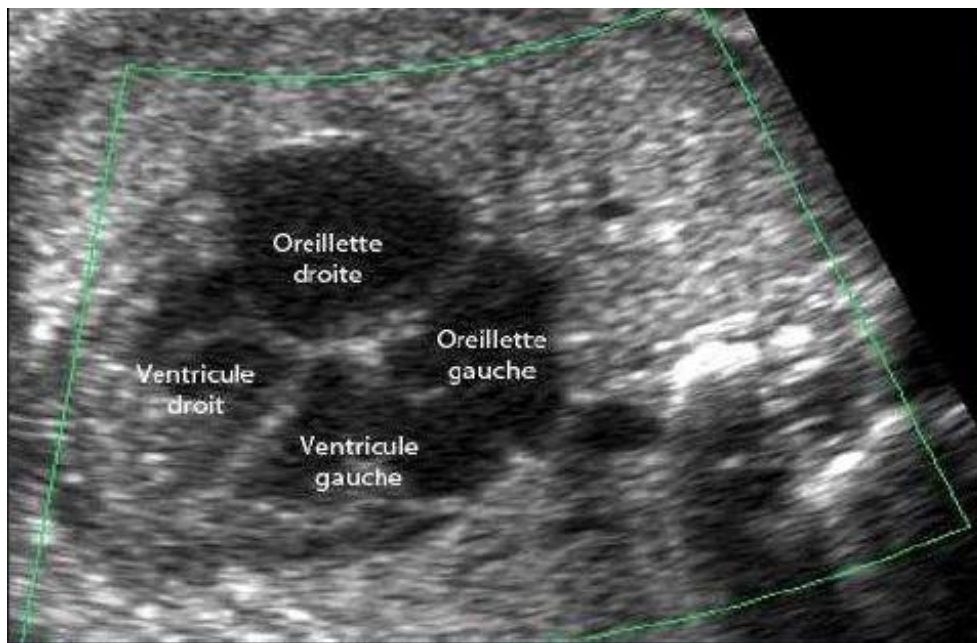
diagnostic anténatal du RVPAT par l'échographie fœtale.
